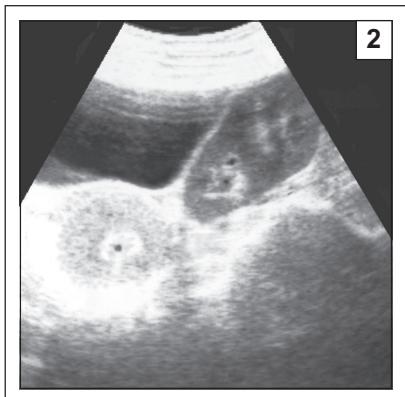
Две случая тазовой дистопии левой почки, обнаруженной во время УЗИ по поводу БРС.
